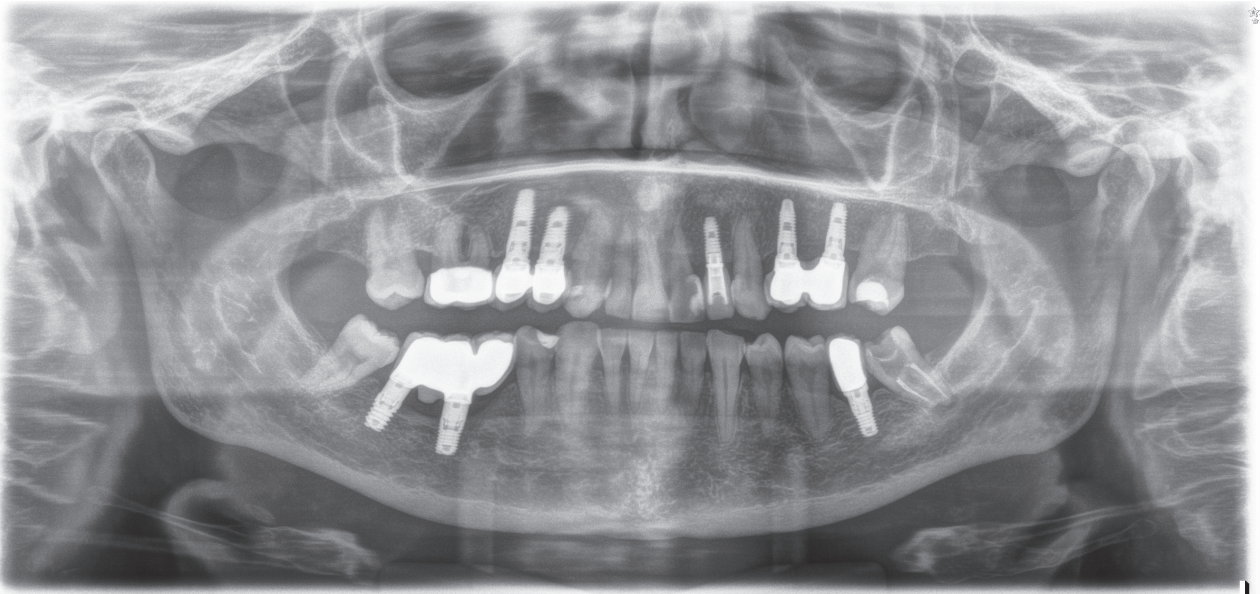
Radiografía final del caso a los dos años de seguimiento.
